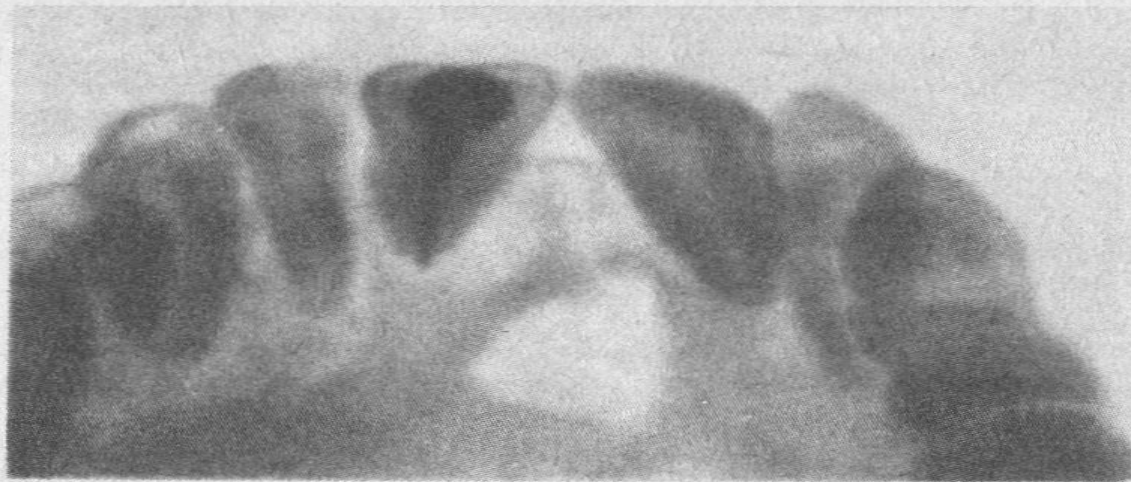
Сифилитическое поражение. Четко очерченный очаг деструкции костной ткани неправильно округлой формы в области переднего отдела твердого неба. Внутриротовая рентгенограмма верхней челюсти (наблюдение Г. А. Васильева).
